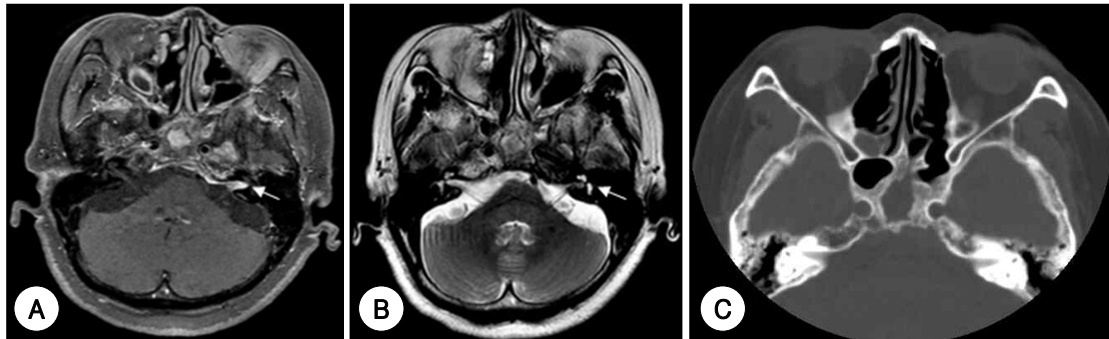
Brain MRI (A and B) and paranasal CT (C) when admitted as left sudden deafness before antibiotics therapy. A : T1 weighted postgadolinium. It shows contrast enhancement of sphenoid sinus wall with central high signal intensity and left petrous apex. The enhancement is seen extending along petrous apex into internal auditory canal (arrow). B : T2 weighted image. There is low signal intensity in petrous apex and high signal intensity in sphenoid sinus. It is seen low signal intensity of internal auditory canal (arrow) instead of high signal fluid intensity seen normally. C : Axial view of paranasal CT. It is seen thickening and sclerosis of sphenoid sinus bony wall with soft tissue density and moth-eaten appearance.
